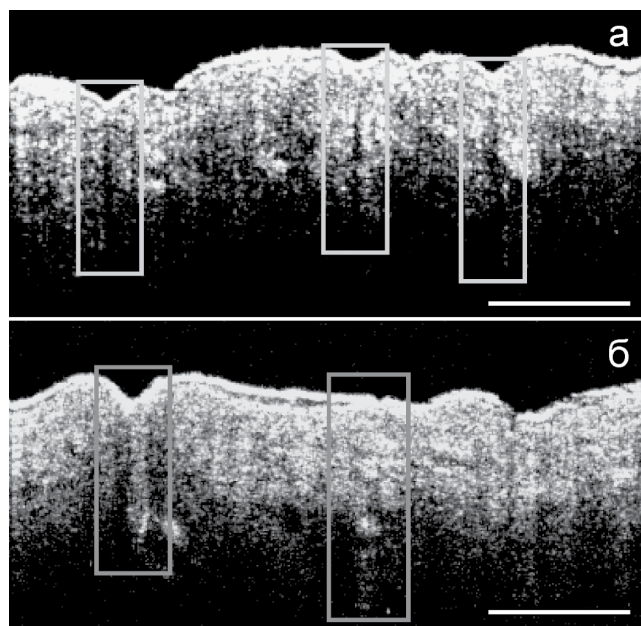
А-сканы контрольного участка кожи (а) и участка с внедрением частиц карбоната кальция, нагруженных AMFF (б), полученные *in vivo* с помощью оптической когерентной томографии. Длина масштабного отрезка соответствует 500 мкм, прямоугольниками выделены пустые (а) и обильно заполненные частицами (б) волосные фолликулы
